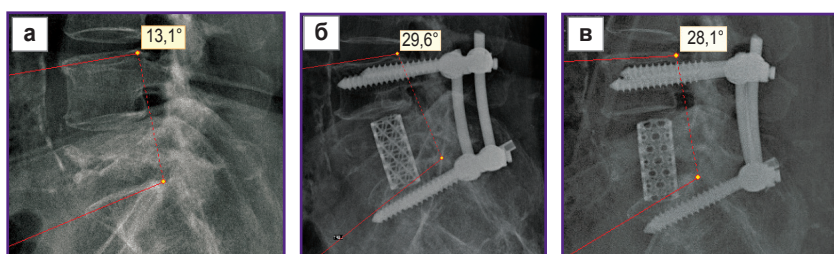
КТ и рентгенография больного М., 53 года:
